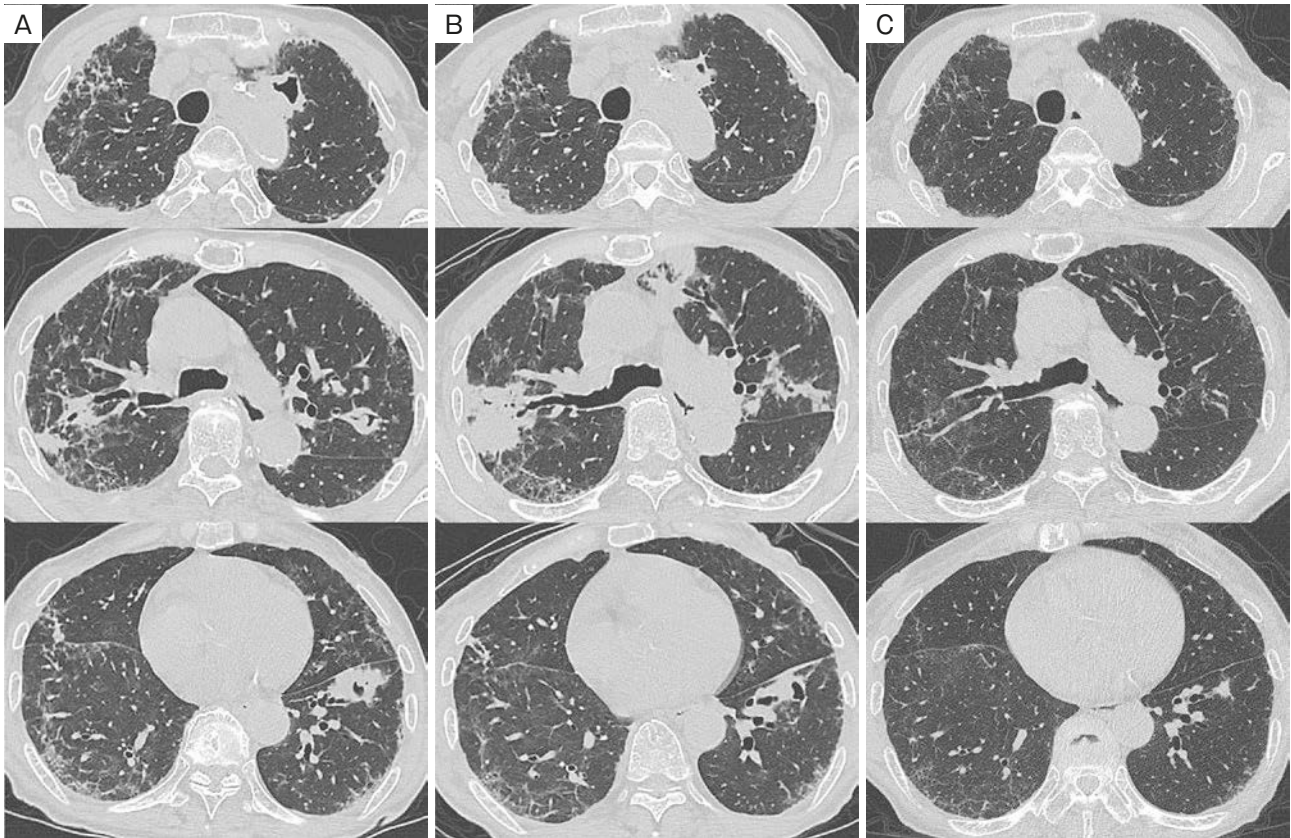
CT findings. (A) CT scan on day 37 of admission. Although the widespread ground-glass opacities had improved, multiple pulmonary nodules and cavitary lesions had appeared in both lung fields. (B) On the 32nd day after the start of treatment with voriconazole, some nodular shadows had increased. (C) However, the nodular shadows disappeared 6 months later with continued treatment.
